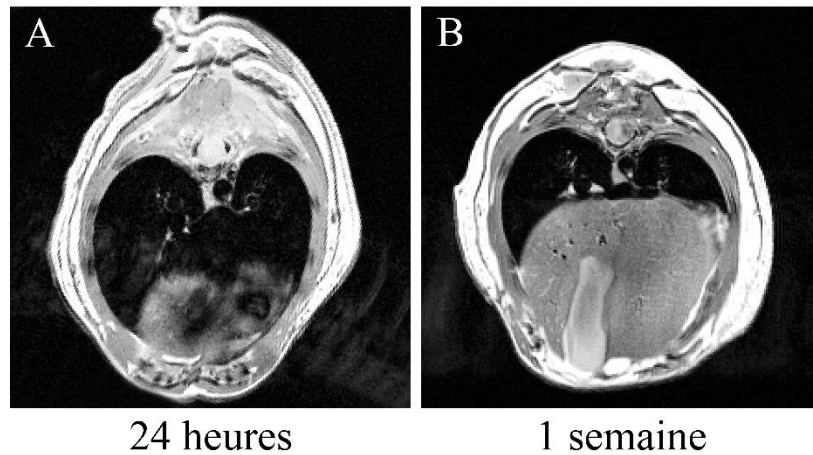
IRM *in vivo* pondérée T2 présentant l'épicentre de la lésion, effectuée à 24 heures (A) et à 1 semaine de la lésion (B) de la même souris CX3XR1.
